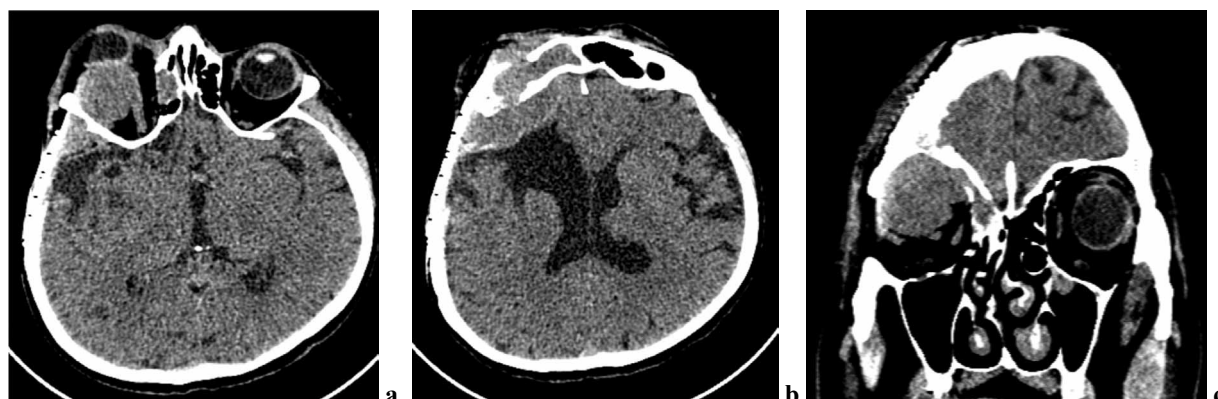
МСКТ головного мозга, 2019. Аксиальная проекция (а, b), коронарная проекция (с).
